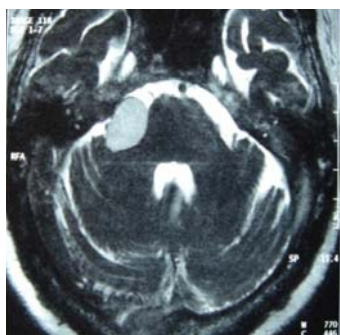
Neurinoma del VIII par craneal. Estudio realizado con RM. Corte axial en secuencia T2 con saturación grasa.
